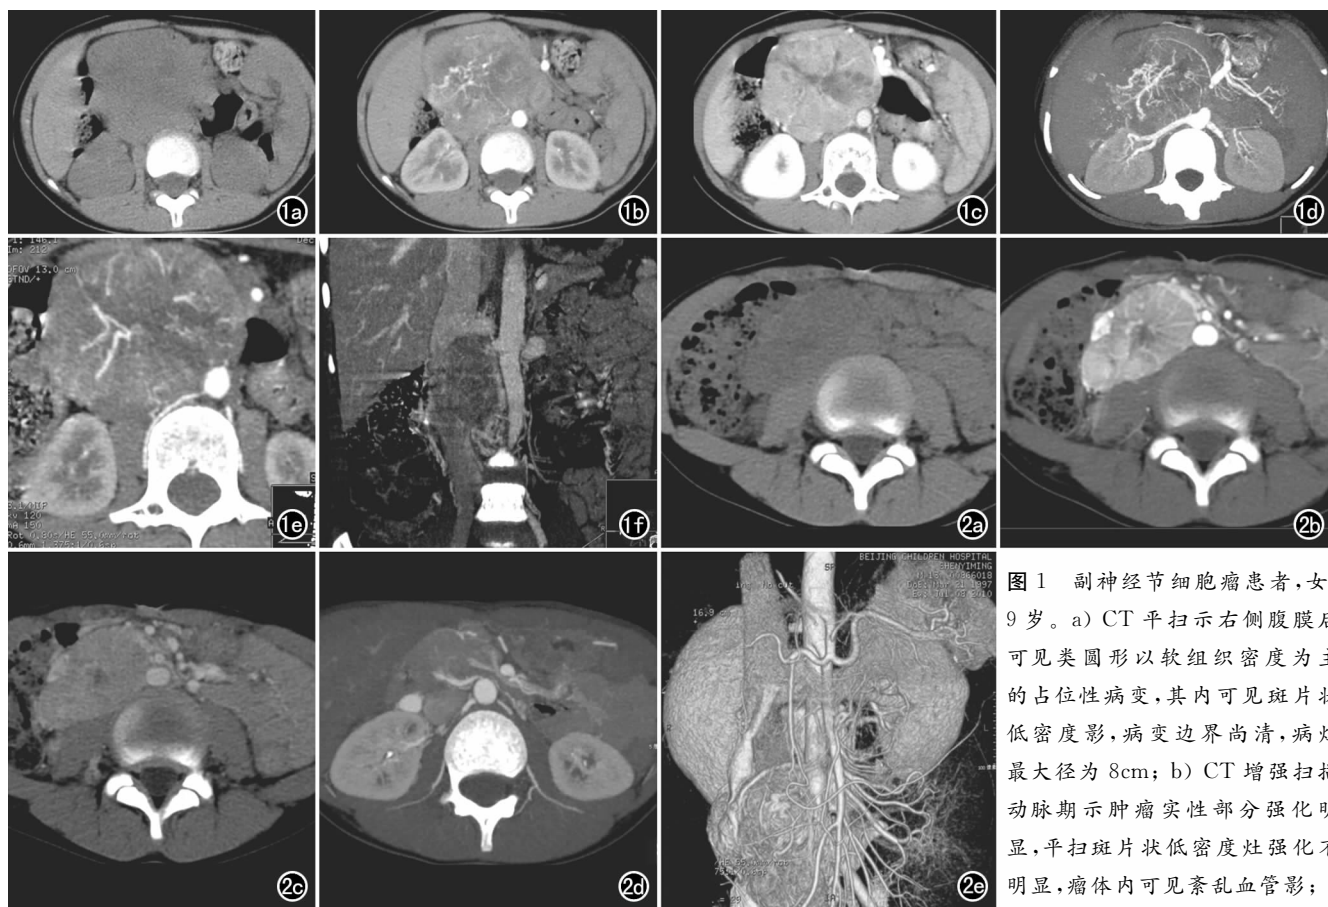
副神经节细胞瘤患者,女,9岁。a) CT 平扫示右侧腹膜后可见类圆形以软组织密度为主的占位性病变,其内可见斑片状低密度影,病变边界尚清,病灶最大径为 8cm; b) CT 增强扫描动脉期示肿瘤实性部分强化明显,平扫斑片状低密度灶强化不明显,瘤体内可见紊乱血管影;
